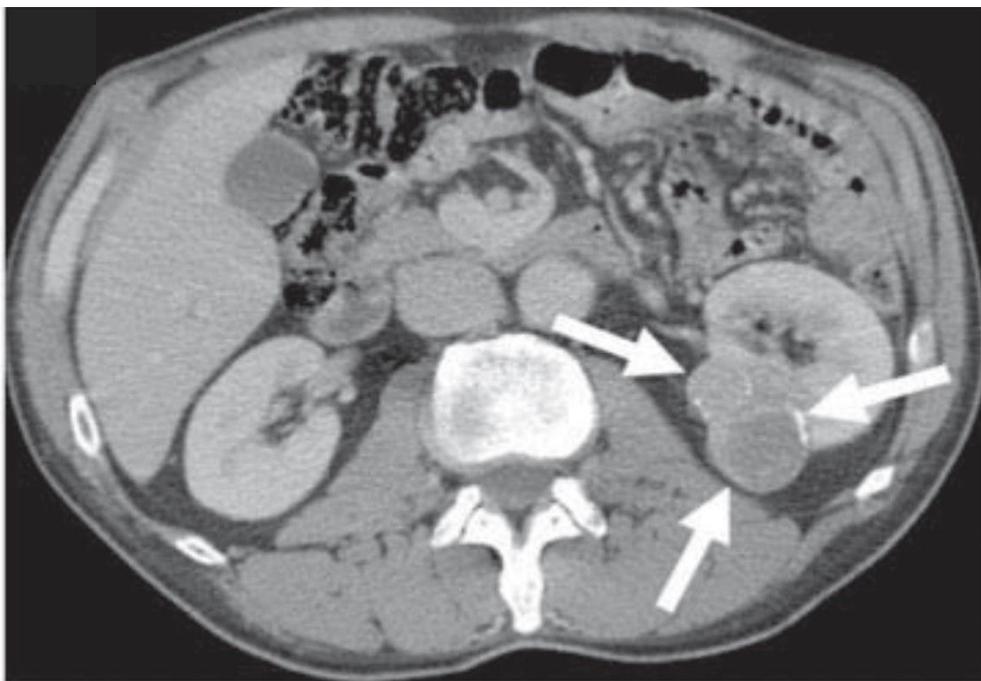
Tomografía axial computarizada en la que se aprecia el carcinoma renal izquierdo en un paciente con SBHD (Stavrakoglou y cols., 2010) (38)
